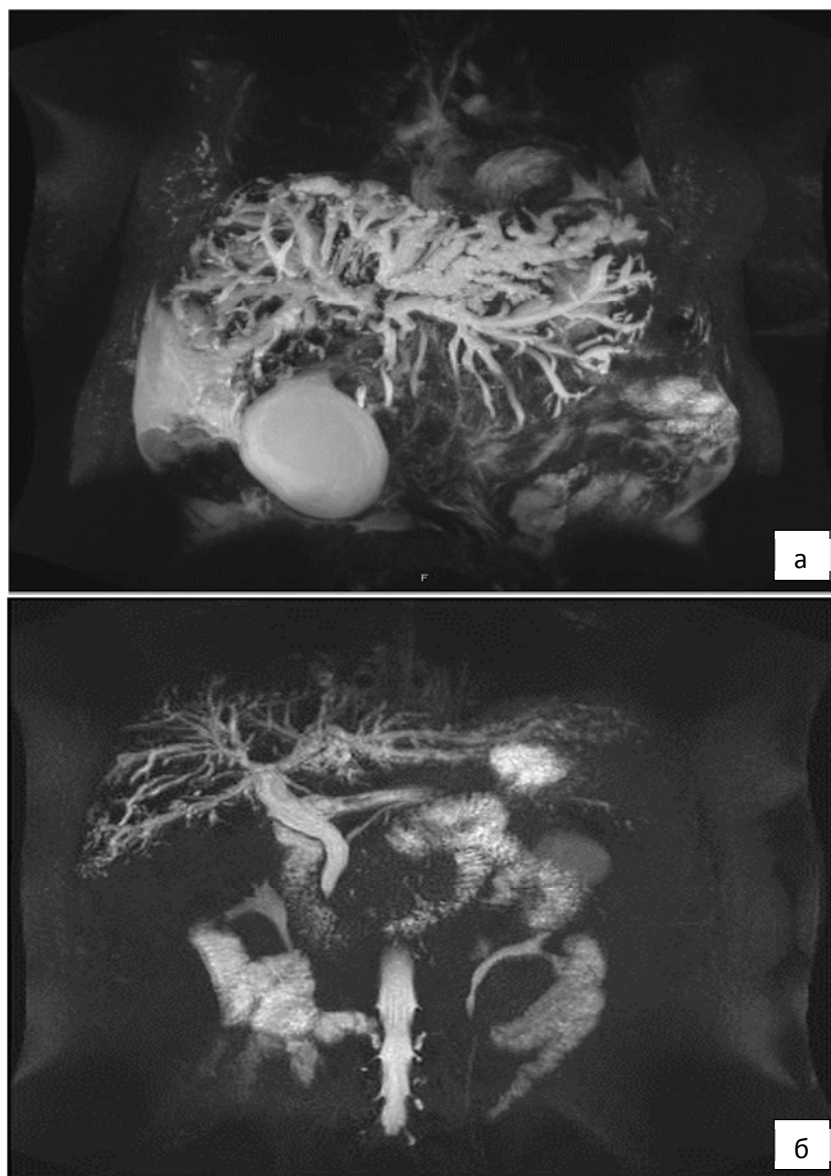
МРТ: а) T1 на задержке дыхания: TR - 52700 мс, TE - 2,3 мс, МТХ - 256×184 – внутрипечёночные протоки извитые, с неровными стенками, расширены на всём протяжении, вплоть до капсулы; имеется сужение на уровне гепатикохоледоха, просвет его дистального отдела не определяется; жёлчный пузырь значительно увеличен (134×62 мм); б) T1 FS на задержке дыхания: TR - 6 мс, TE - 3 мс, МТХ - 256×200 – холангиоэктазы наблюдаются во всех отделах печени, их диаметр, практически, одинаков в центральных и периферических участках органа.
